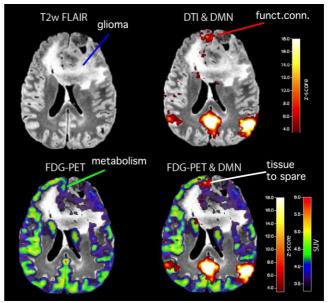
Tumore cerebrale: Imaging multimodale PET/MRI Alto SN: Anatomia del tumore (glioma); DX: Regioni funzionali vicine e lontane dall'area tumorale (funct.conn.) In basso SN: Metabolismo del glucosio normale nell'area funzionale; DX: immagine ibrida PET/MRI che mostra la fusione delle immagini strutturali, funzionali e metaboliche nello stesso spazio. Questo tipo di immagini verranno usate per dirigere il chirurgo in modo più accurato durante l'operazione.
